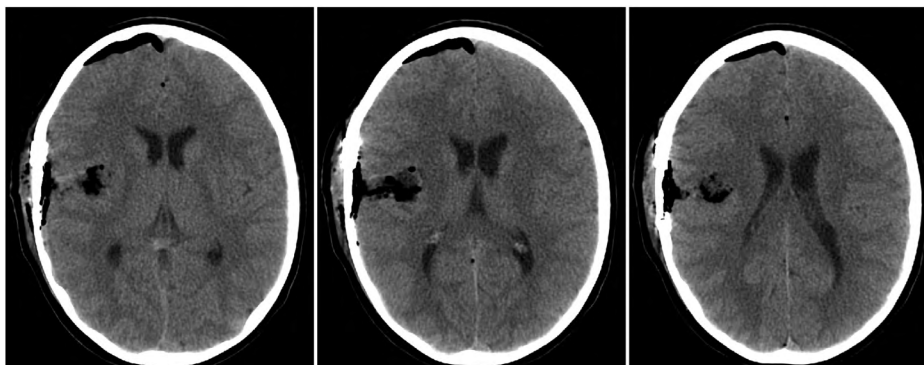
Клинический случай № 2, контрольная КТ через 24 часа после микрохирургического удаления новообразования: исключены хирургические осложнения, нет признаков перифокального отека в зоне ложа удаленной глиомы. Источник: составлено автором
